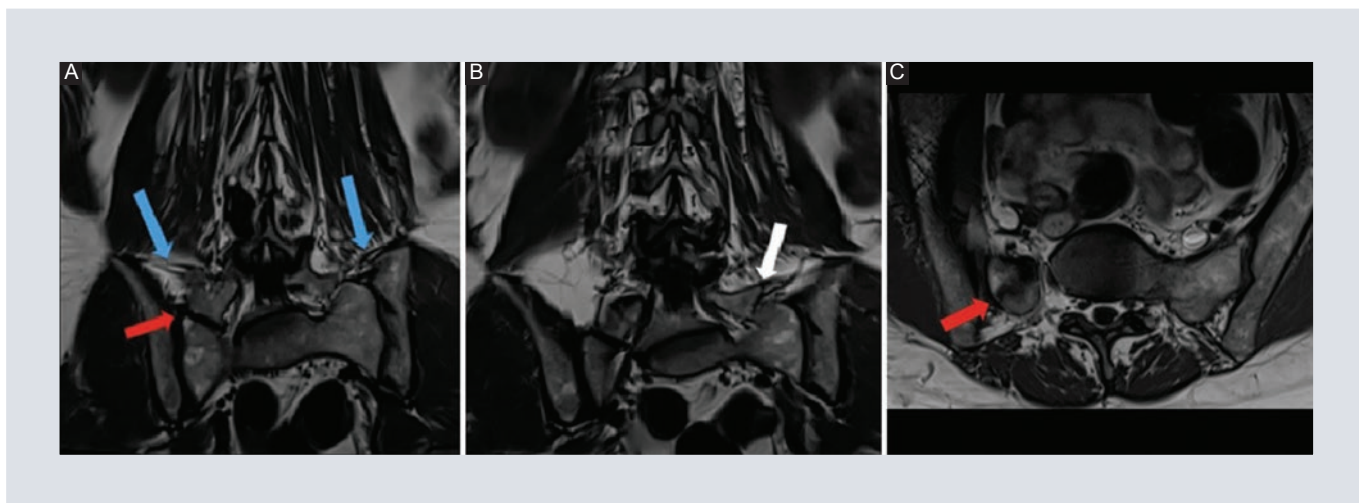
RM de columna lumbar potenciada en T1. A-B: imágenes en el plano coronal donde se observan los ligamentos iliolumbares (flechas azules), la pseudoarticulación de la megaapófisis transversa derecha al sacro (flecha roja), y la izquierda (flecha blanca) parcialmente fusionada en B (por lo que corresponde a una clasificación Castellvi IV). C: imagen en el plano axial donde se observa la articulación de la megaapófisis transversa derecha con el sacro (flecha roja).
